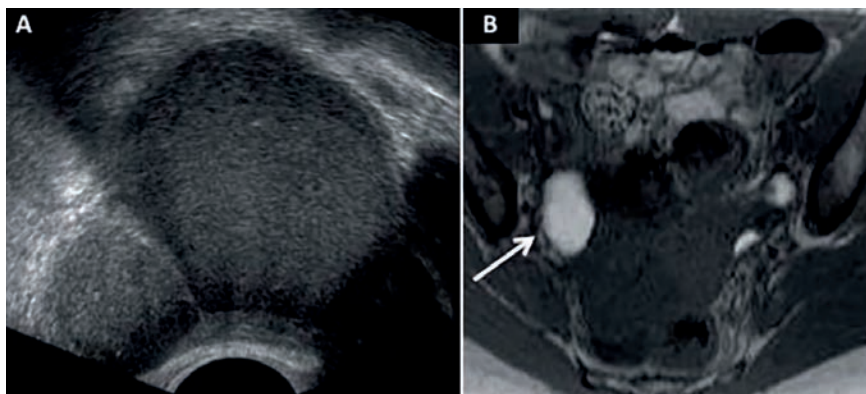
A : échographie endovaginale : kyste ovarien endométriosique avec un fin piqueté échogène homogène. B : IRM en coupe axiale, séquence pondérée T1 : kyste ovarien droit en hypersignal.
